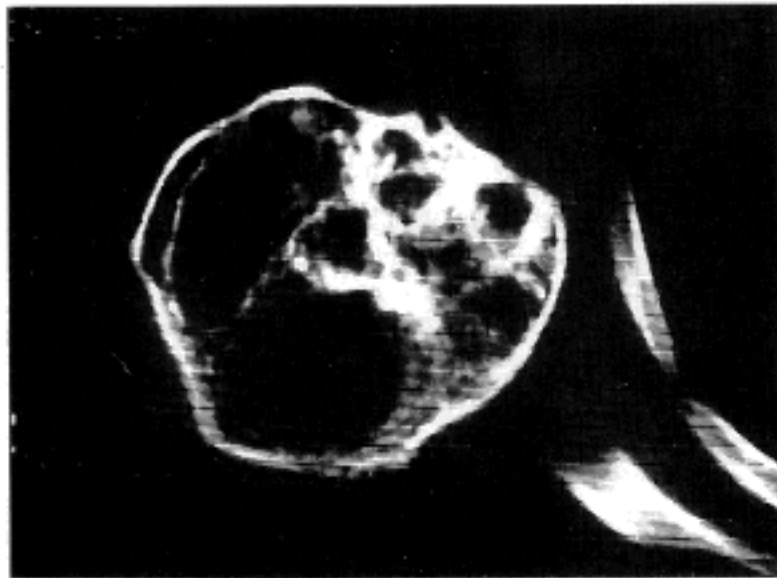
CT scan showing a huge expanded bony mass with thinned, but intact cortex. There is no demonstrable soft tissue invasion.
